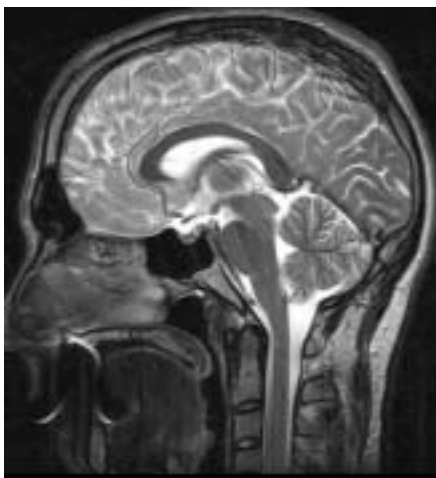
Resonancia magnética cerebral en proyección sagital y estado T2. Se destacan la hipófisis y la cisterna supraselar conteniendo el quiasma óptico.
